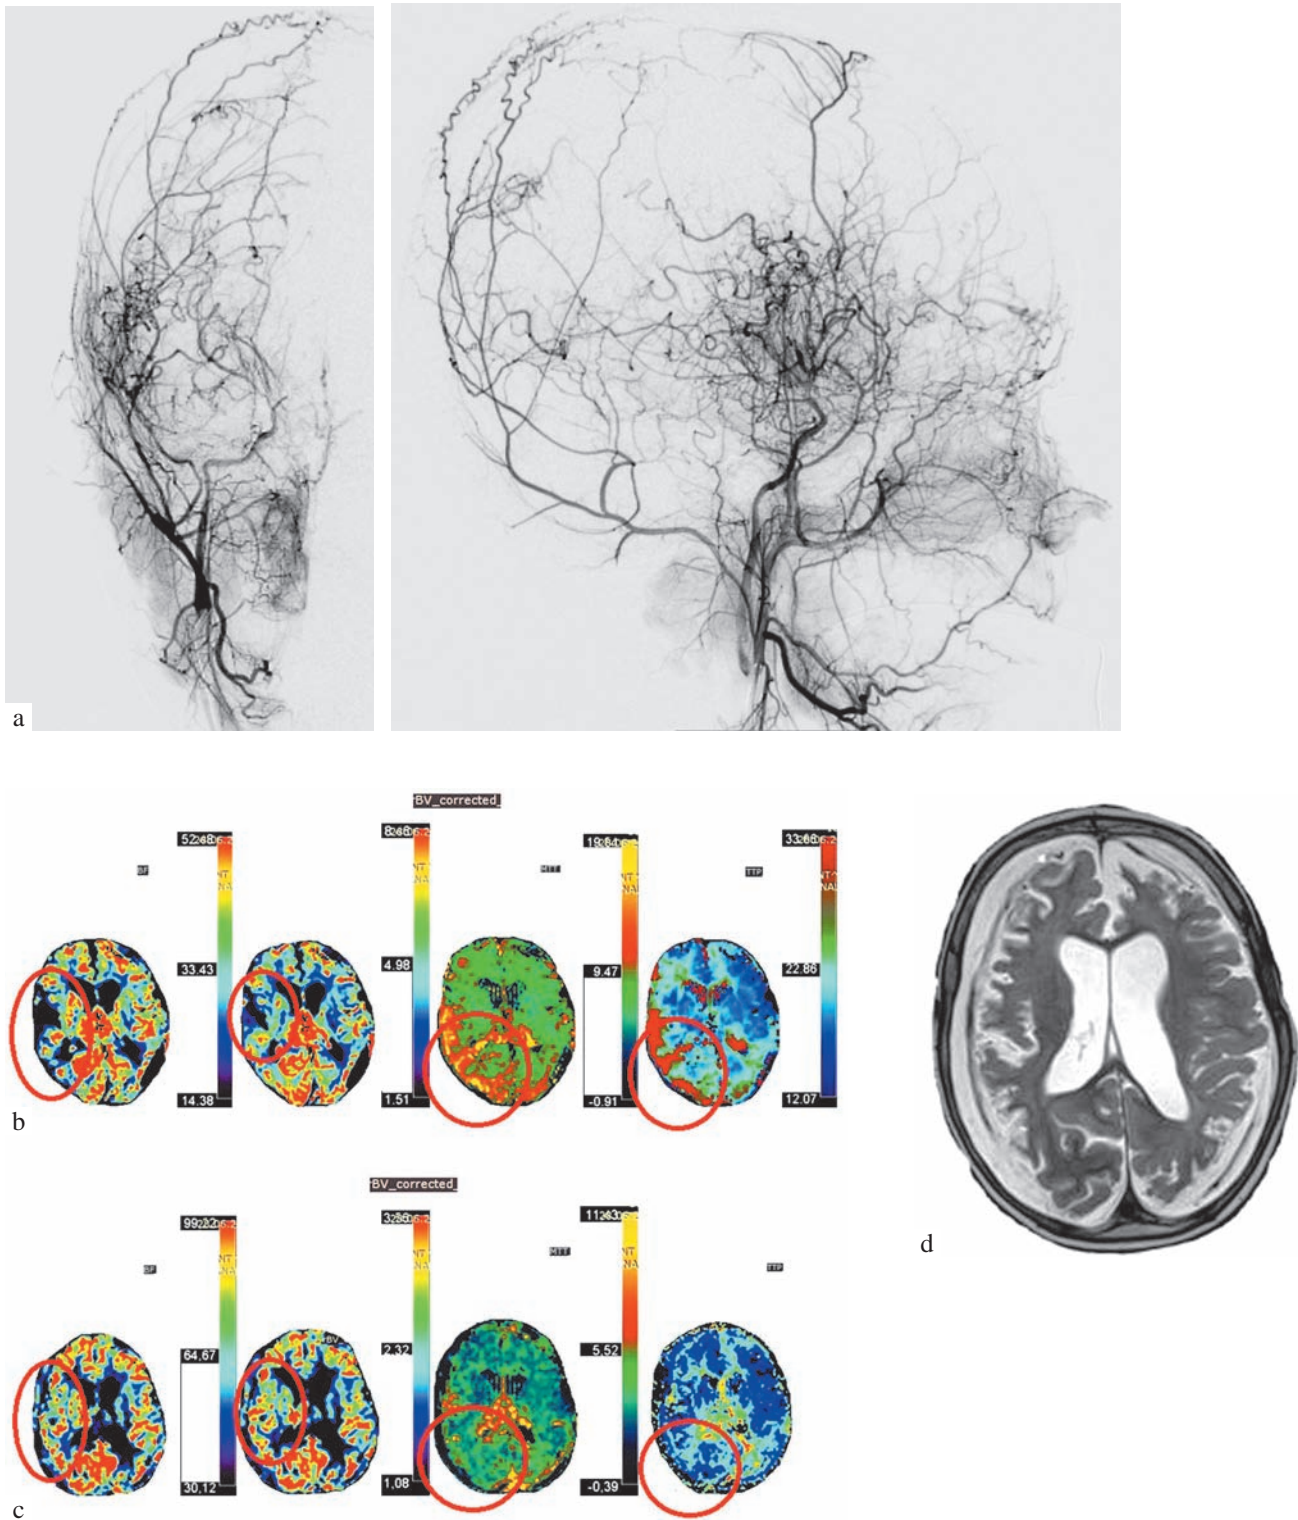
Results of researches: a – DSA, demonstrating functional EDAMS on the right; b – MRI perfusion before 2nd step of surgical treatment; c – after surgical treatment; d – MRI 3 months later second step of surgical treatment
